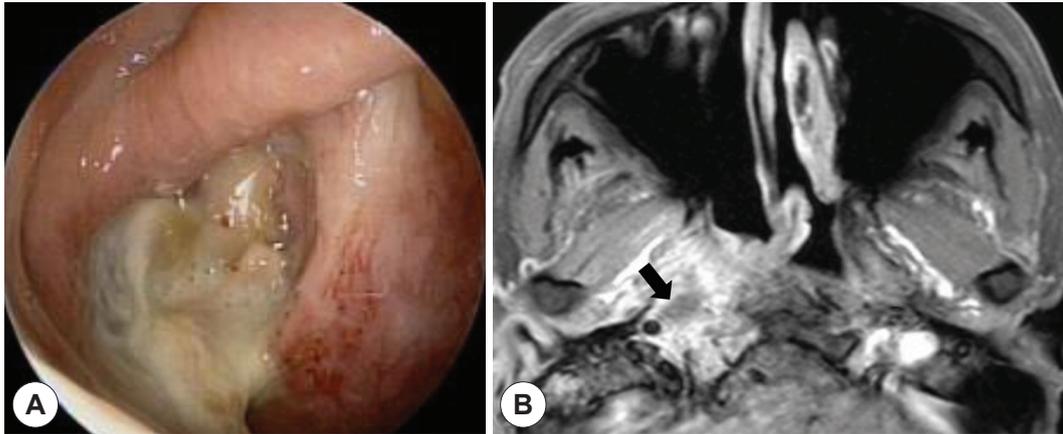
Endoscopic, radiologic image of recurrent nasopharynx radionecrosis. A: Recurrent necrosis inferior to well adapted nasoseptal flap. B: T1 Gadolinium enhanced MRI showed nonenhanced area (necrosis) surrounded by enhanced muscle (black arrow).
